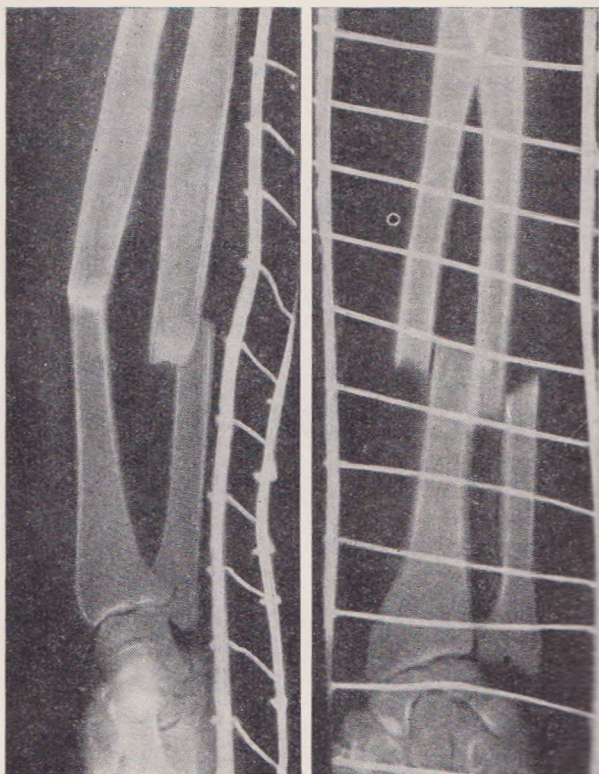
Рентгенограмма перелома обеих костей предплечья (до репозиции).
